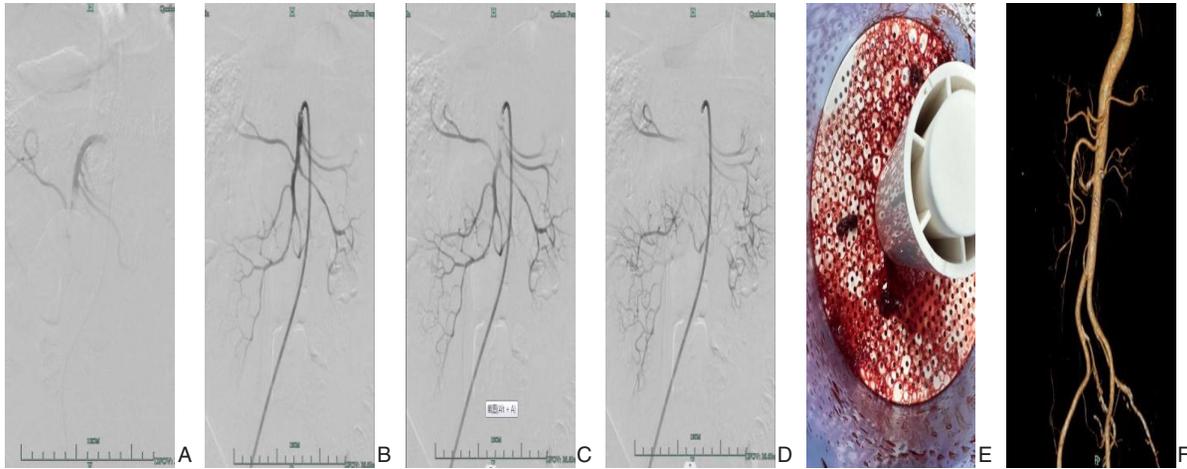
82岁老年男性患者,因突发腹痛4 h入院,外院全腹部增强CT提示SMA栓塞 A:术中造影见SMA中远段完全闭塞;B-D:采用Acostream吸栓后末次造影时不同时期SMA显影情况,可见SMA主干及其各分支显影良好;E:负压吸引瓶中抽吸出的血栓组织;F:复查腹主动脉CTA提示SMA通畅,无残余狭窄及血栓形成
